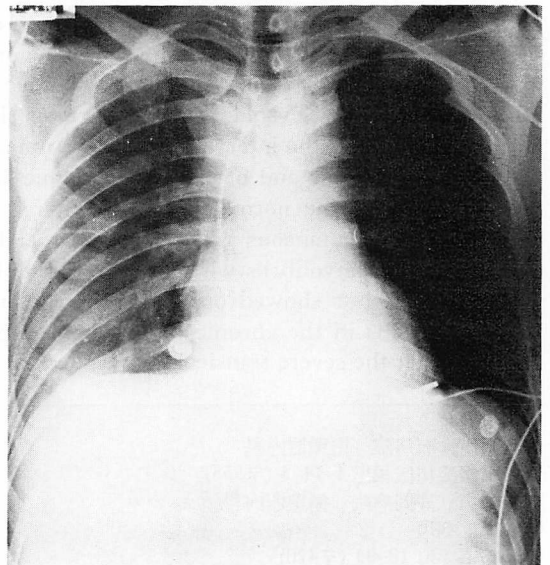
Portable chest radiograph on admission.
